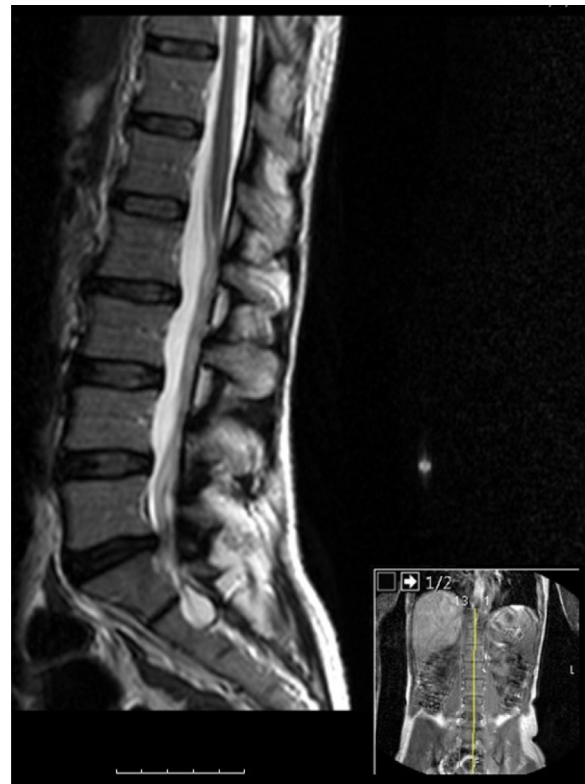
Corte sagital de RMN da coluna lombar ponderada em T2 com evidência de hérnia discal L5-S1.
